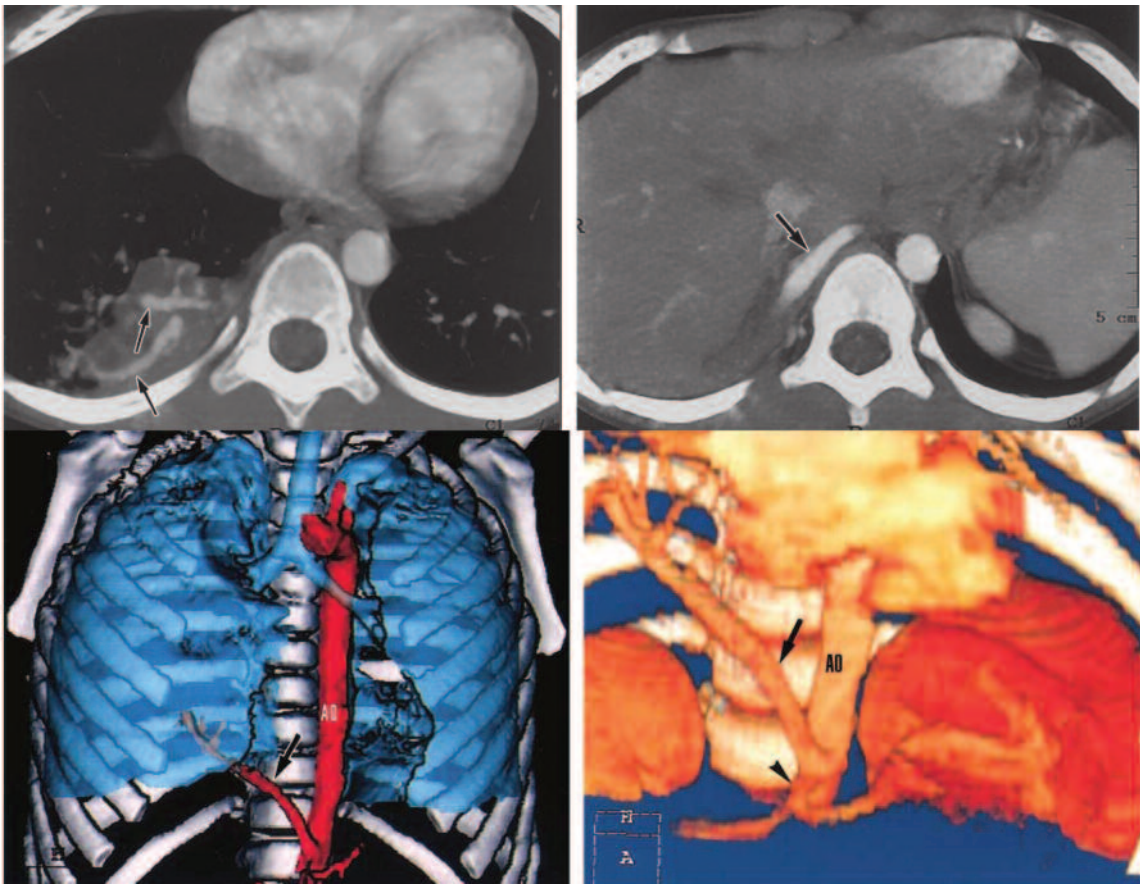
КТ-ангиография ОГК (а, б), combined SSD икриволинейные многоплоскостные реконструкции (в, г) – определяется участок консолидации в нижней доле правого легкого, кровоснабжающийся аномальной артерией, отходящей от брюшной аорты (стрелка) [Konen E. et. al. RadioGraphics, 2003. – Vol. 23. – P. 1175–1184]
